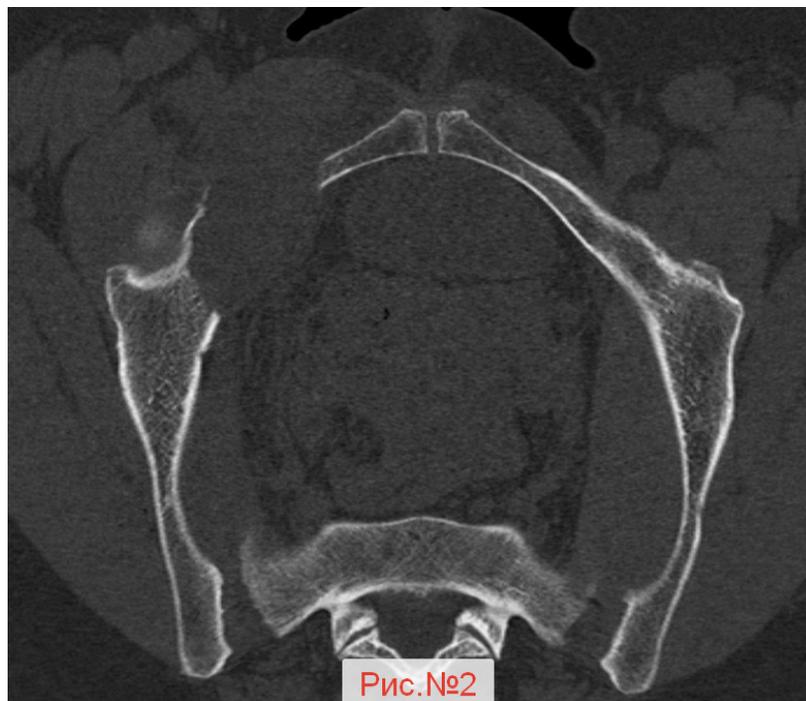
Снимки КТ пациентки К., февраль 2020 г.;
